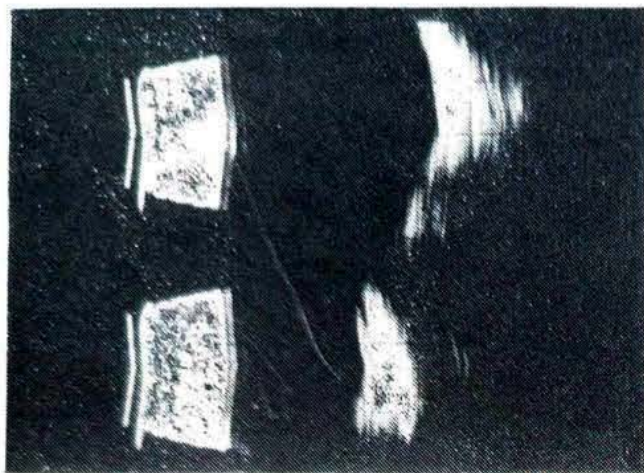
Ecografia: B-Scan — Acima olho normal (controle) — Abaixo olho direito do paciente.
